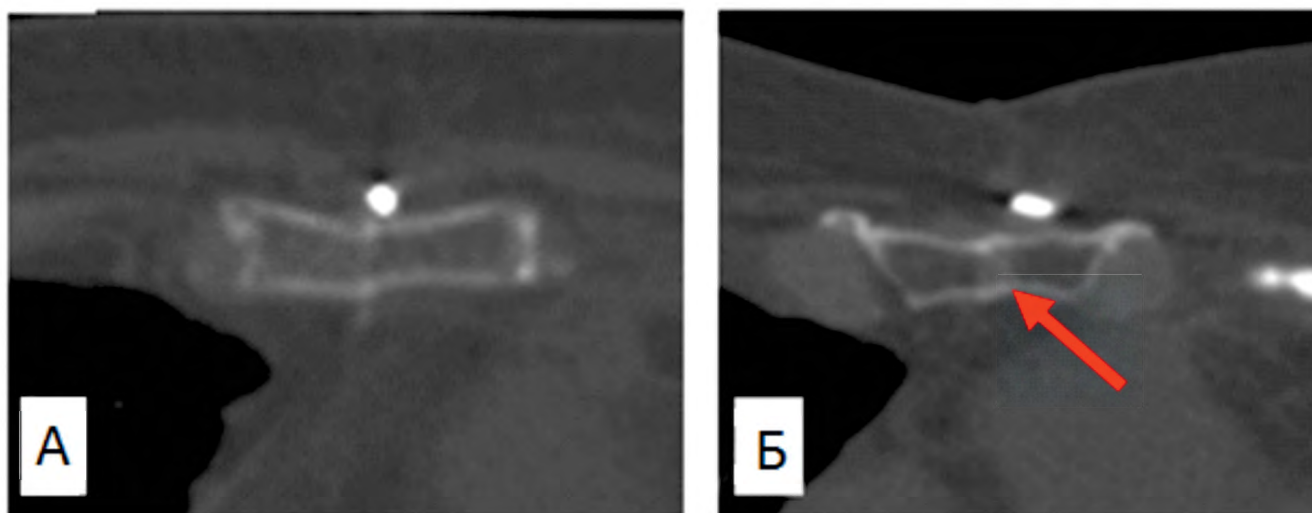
Изображения компьютерной томографии пациента через 6 месяцев после операции. А – отсутствие диастазов, полное сращение костной ткани; Б – облаковидный инфильтрат, формирование костных мостиков, указано стрелкой
